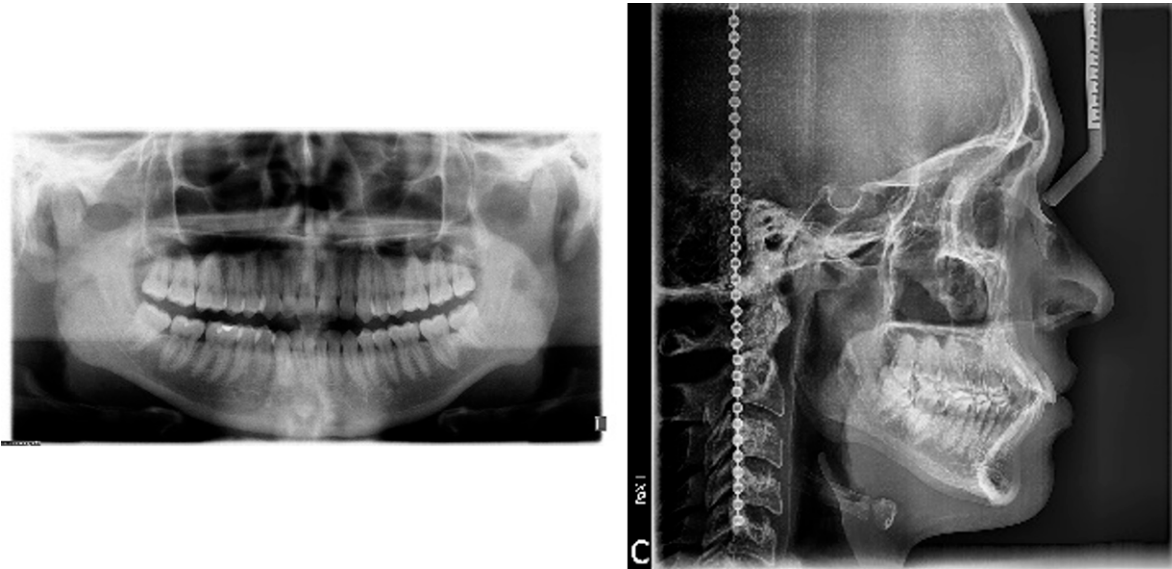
Ortopantomografía y radiografía lateral de cráneo iniciales
